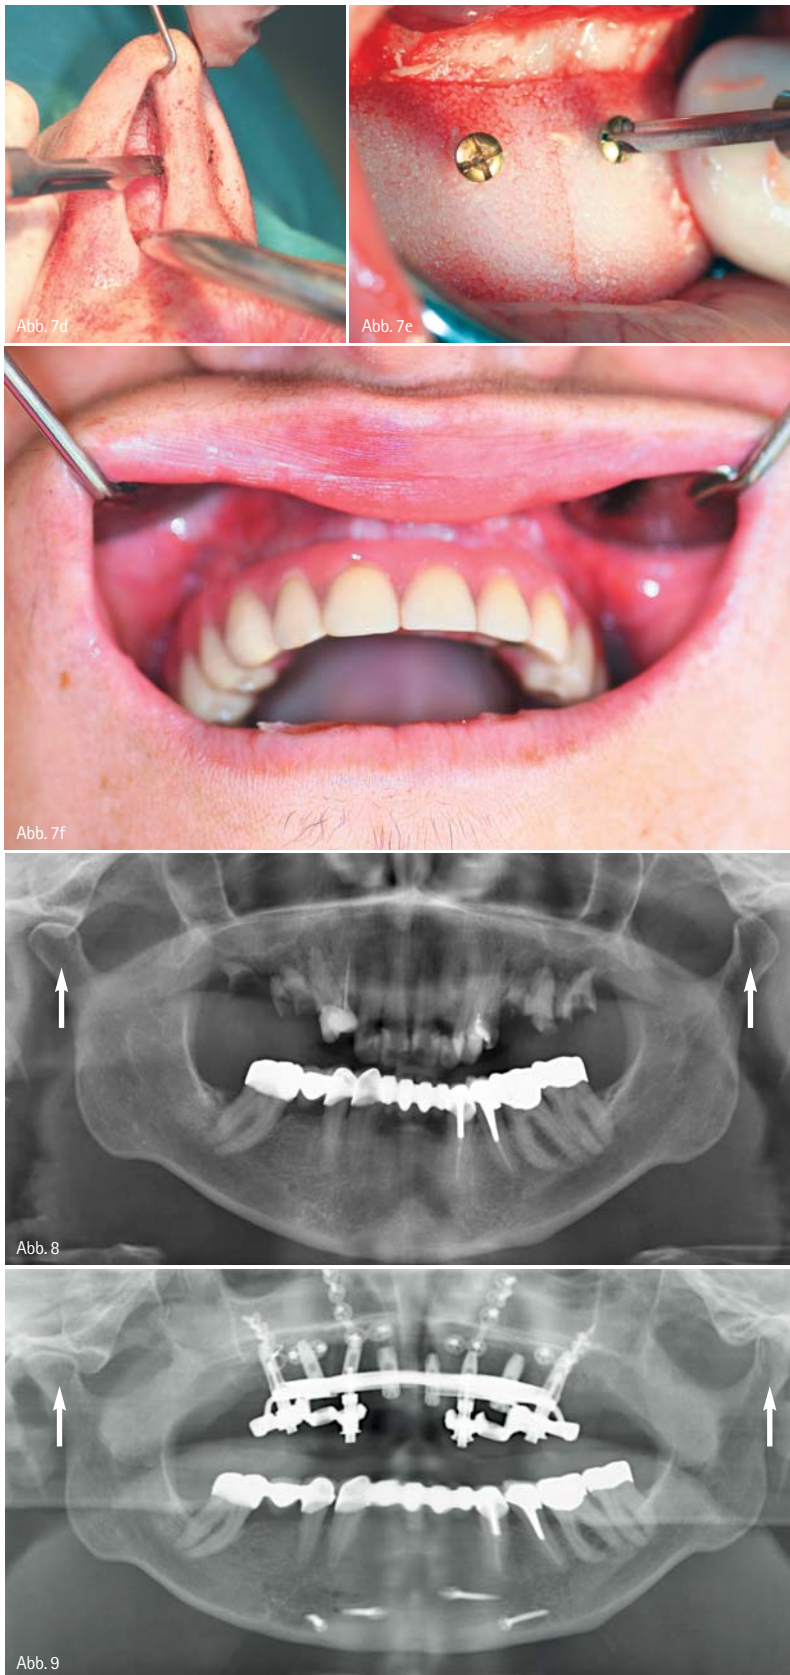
Transmaxilläre und endonasale Septorhinoplastik. – Abb. 7e: Kinnaugmentation mithilfe eines präfabrizierten Kunstkinns (Medpore®, Porex-Surgical®, München). – Abb. 7f: Belassen des IGPD für zwei Wochen und kau-funktionelle Rehabilitation mithilfe einer Titan-„Implant-Bridge“. – Abb. 8: Präoperative Orthopantomografie (OPG). Kariöse Läsionen der Oberkiefermolaren; Dislokation durch anteriore Position der Kiefergelenkköpfchen, Habituelle Protrusion (Pfeil). – Abb. 9: Postoperatives OPG nach Implantation, Sofortbelastung von vier Implantaten durch IGPD, LeFort-I-Osteotomie und Kinnaugmentation. Zentrische Position der Kiefergelenkköpfchen (Pfeil).
